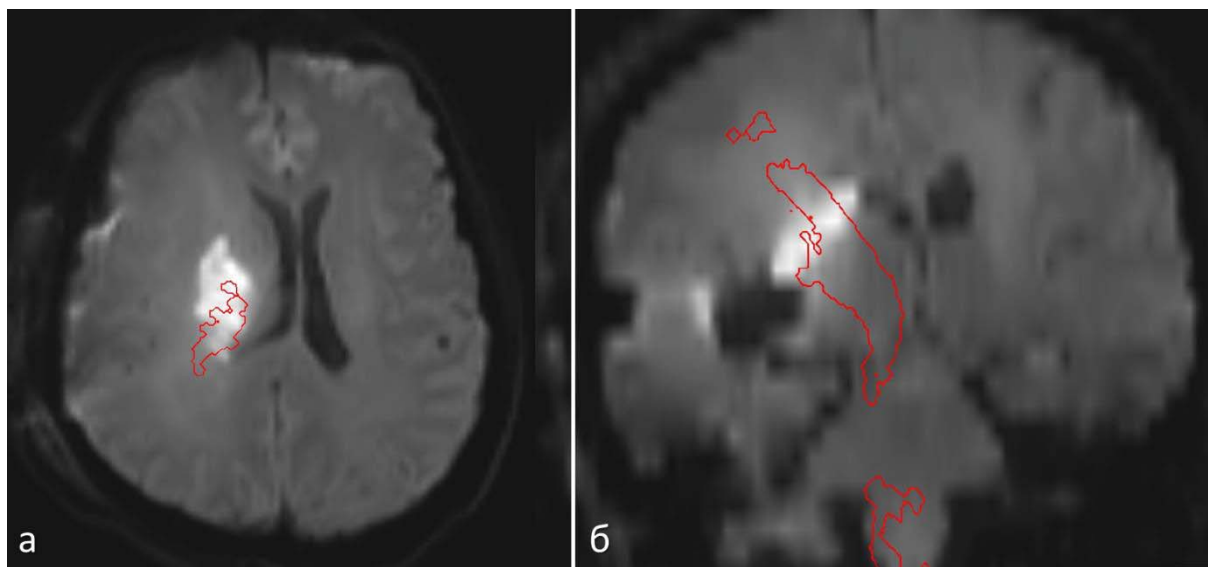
Совмещенная модель МРТ головного мозга пациентки с ишемией в проекции лучистого венца в ДВИ-последовательности и МР-трактографии
